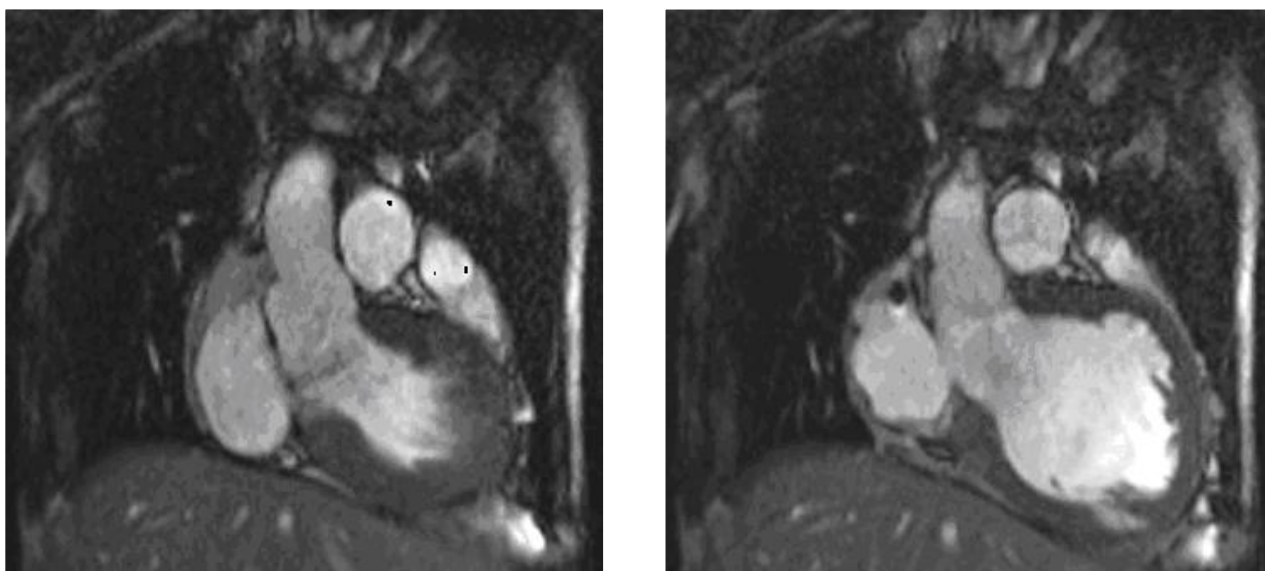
МРТ сердца после операции.
